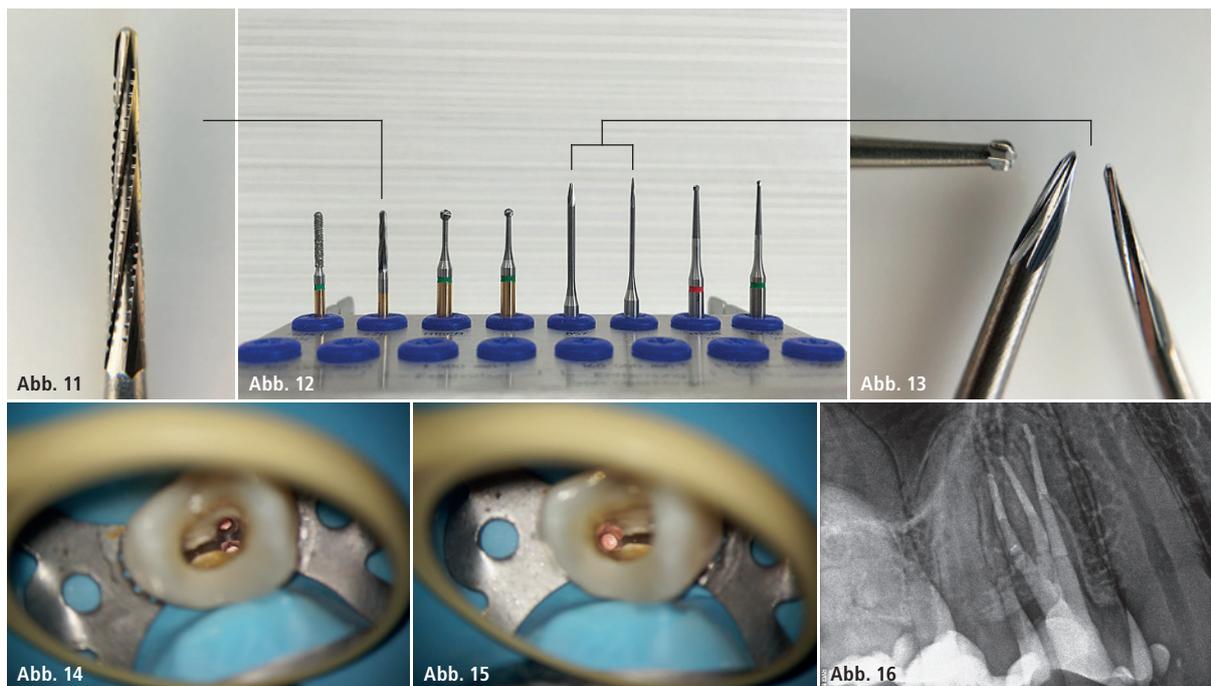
Arbeitsende EndoGuard, Präparationsset Zugangskavität, Arbeitsenden EX1 und EX2 im Vergleich zum Rosenbohrer mit 1 mm Durchmesser (Komet Dental). – Abb. 14 und 15: Zahn 14 mit drei separaten Wurzelkanalsystemen, klinischer Zustand nach Wurzelfüllung, Pulpakammerbodenanatomie unbearbeitet. – Abb. 16: Röntgenkontrolle nach Wurzelfüllung.
